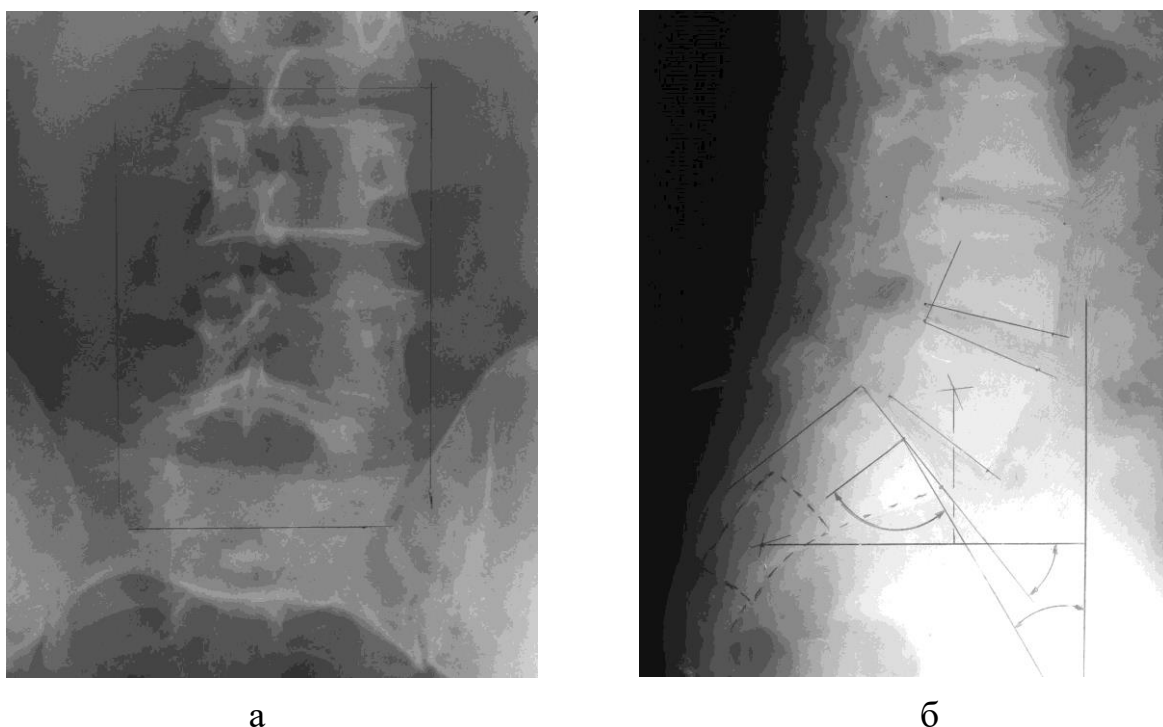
Серия рентгенограмм б-го Ш-ни (и.б. №23296). Диспластический спондилолизный спондилолистез  $L_5$  I ст.: а) передне-задняя и б) боковая рентгенограммы от 25.03.71 г. (описание и рентгенометрические данные в тексте).
